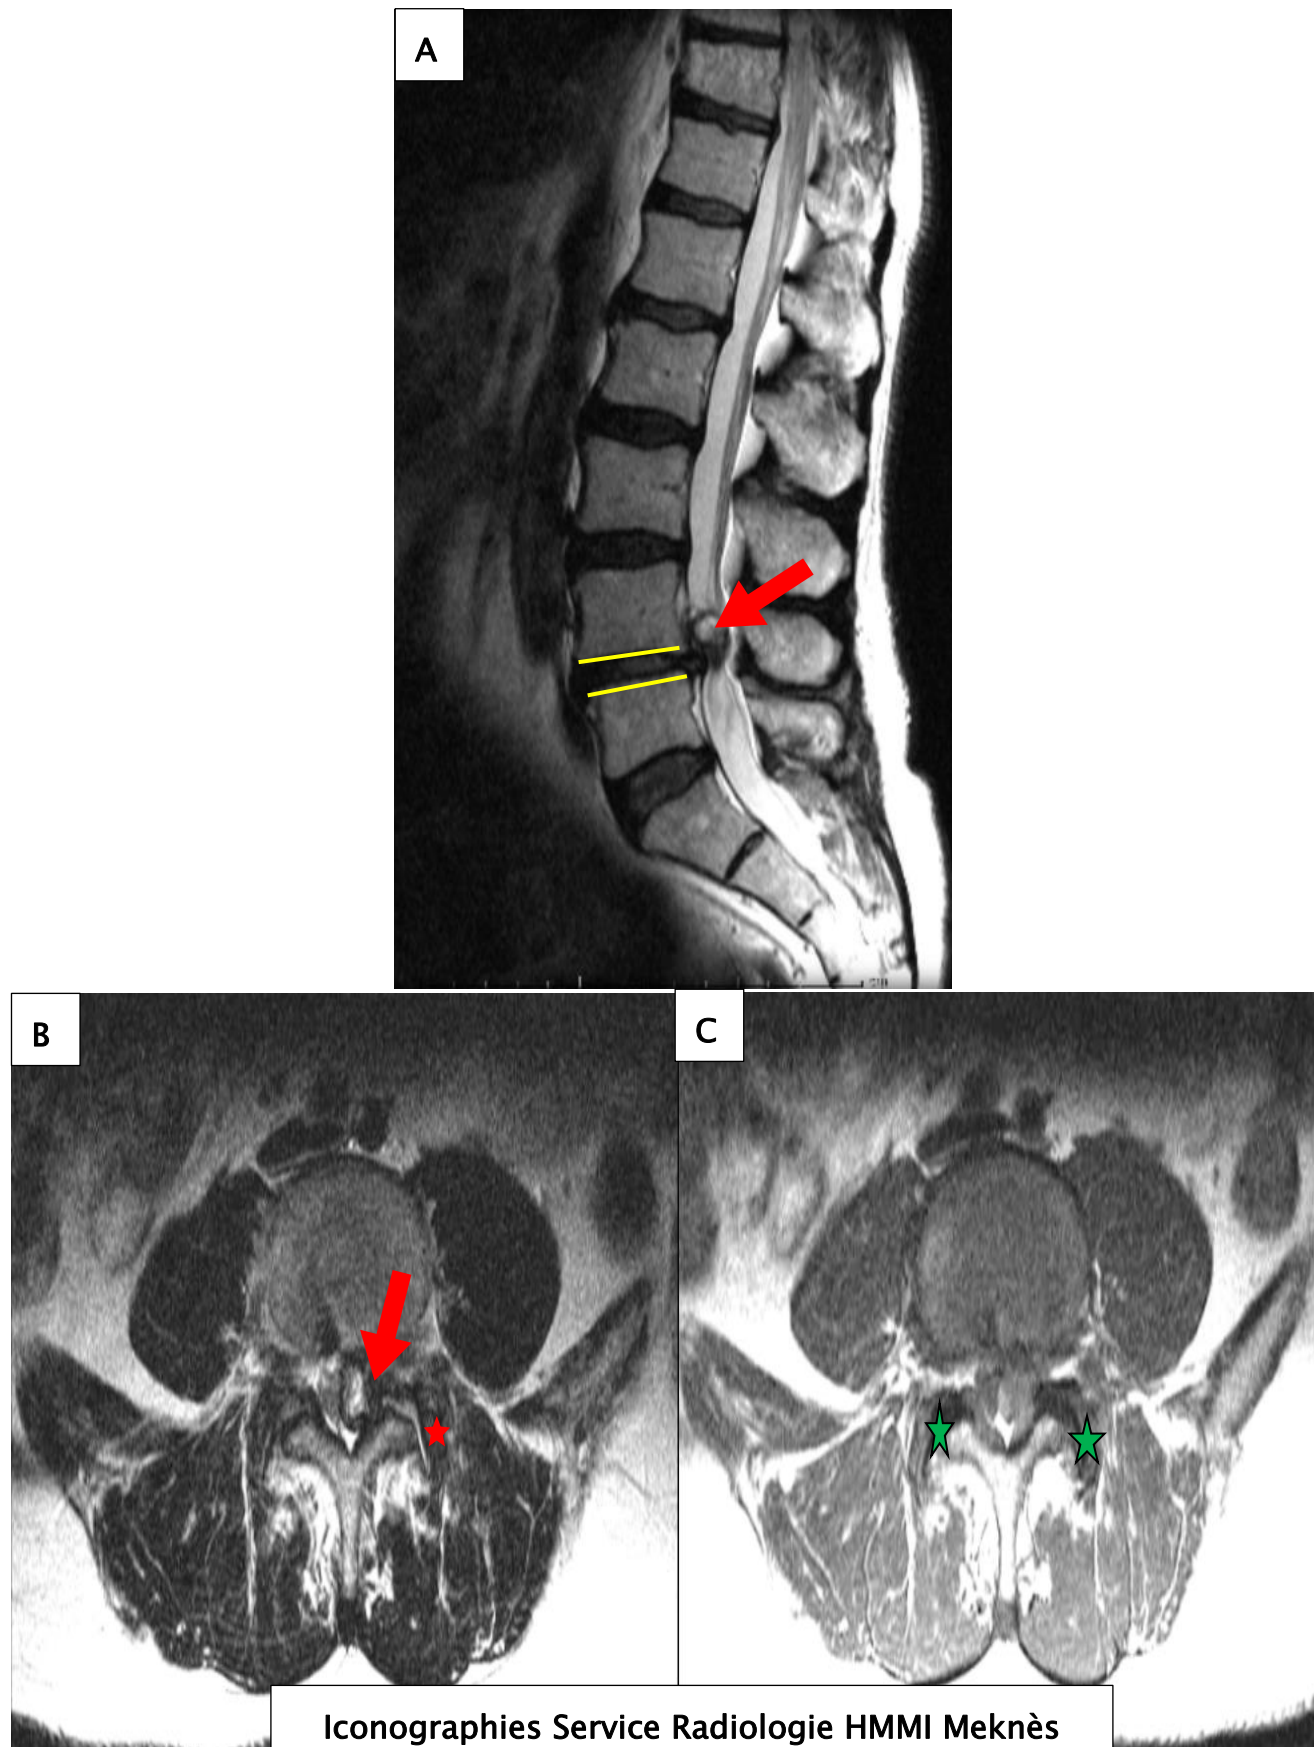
IRM en séquence pondérée T2 en coupe sagittale (A) et axiale (B), en séquence pondérée T1 en coupe axiale (C).
